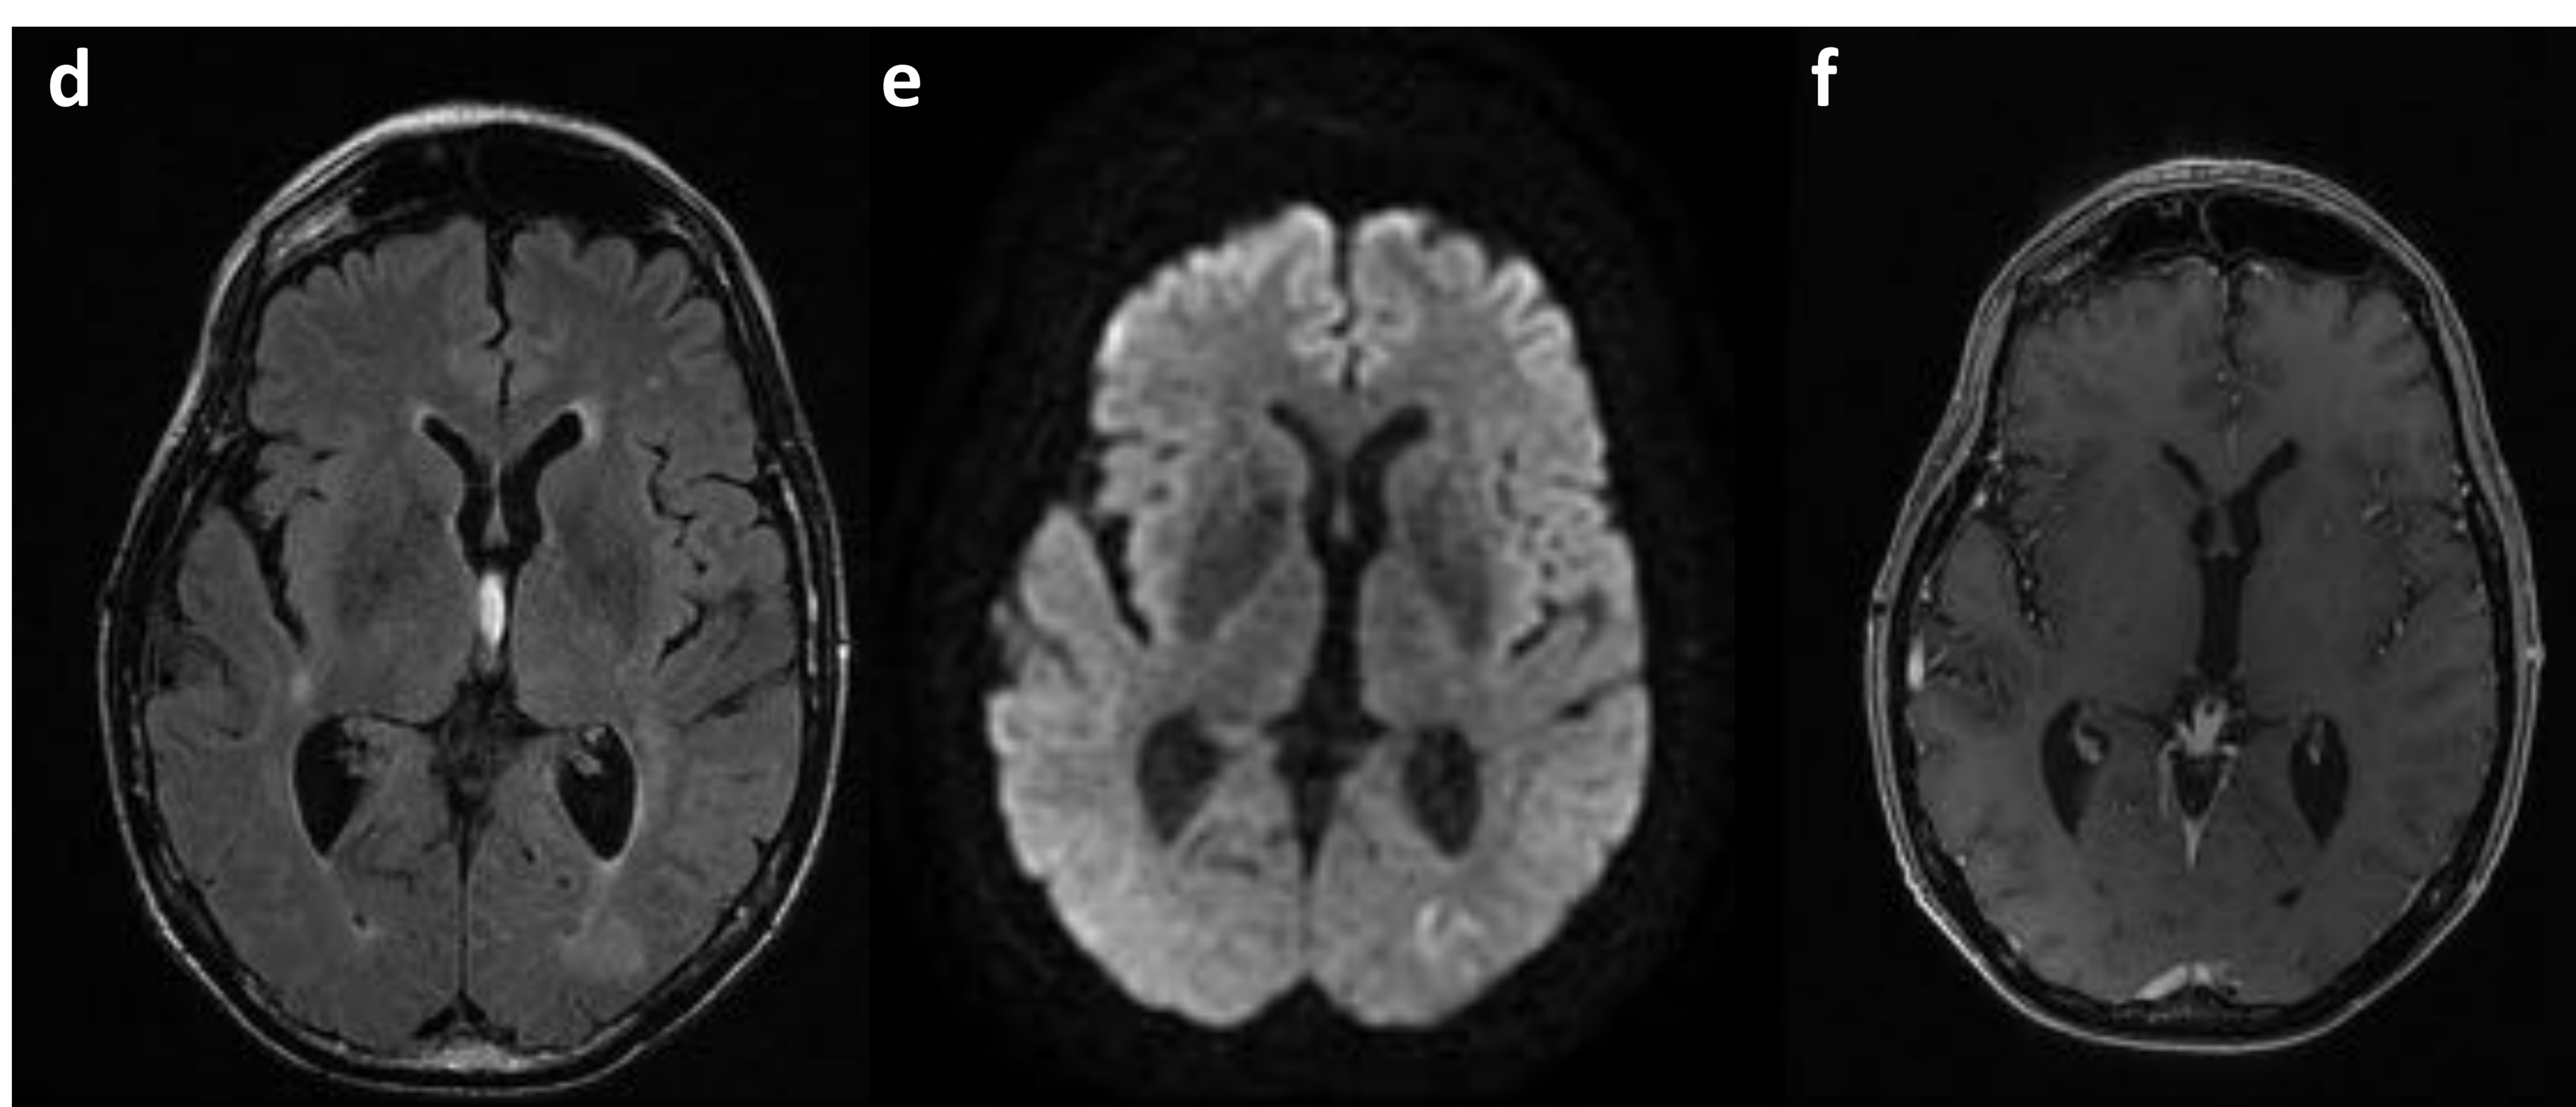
Paciente 1: RM de control. d) FLAIR, e) Difusión, f) T1 con contraste.
